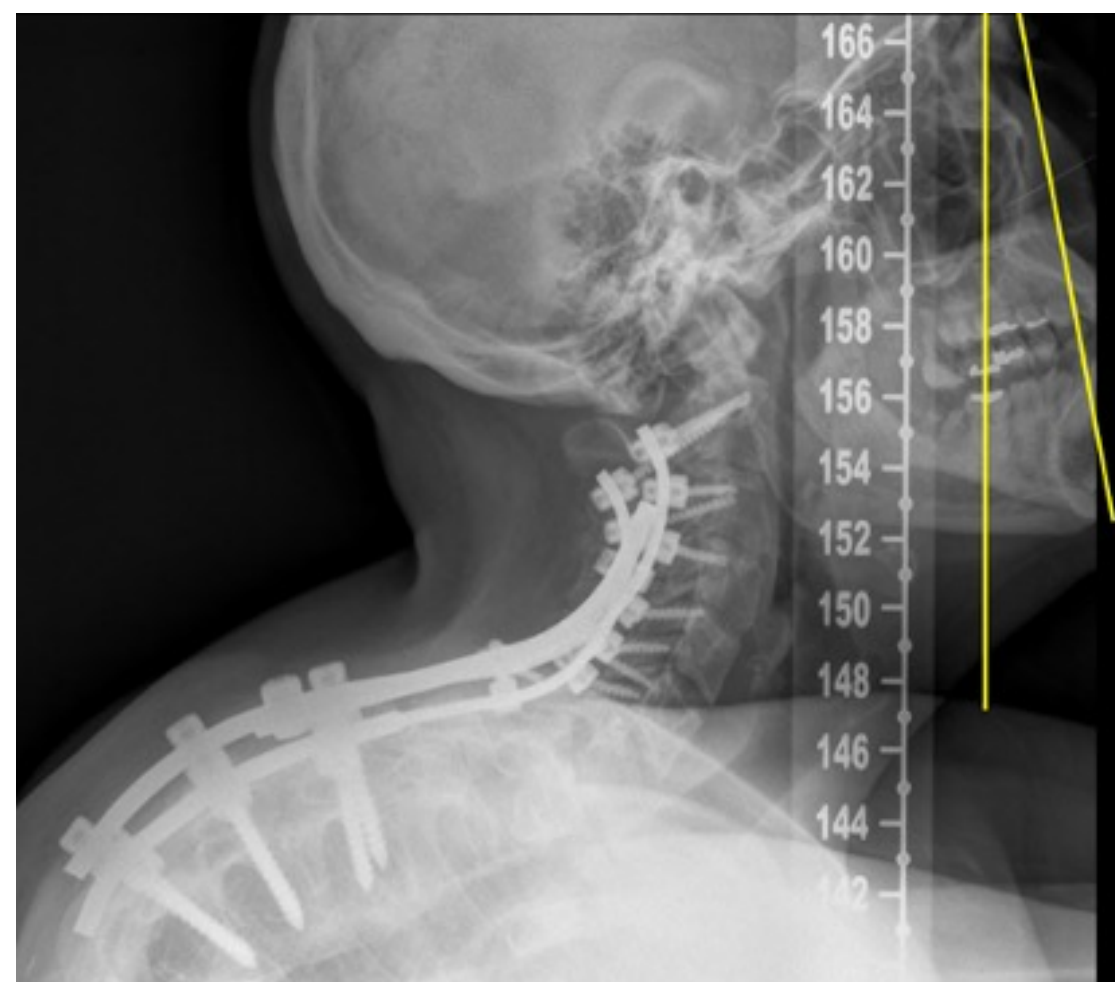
Radiografía postoperatoria: mirada horizontal (CBVA -10°).
